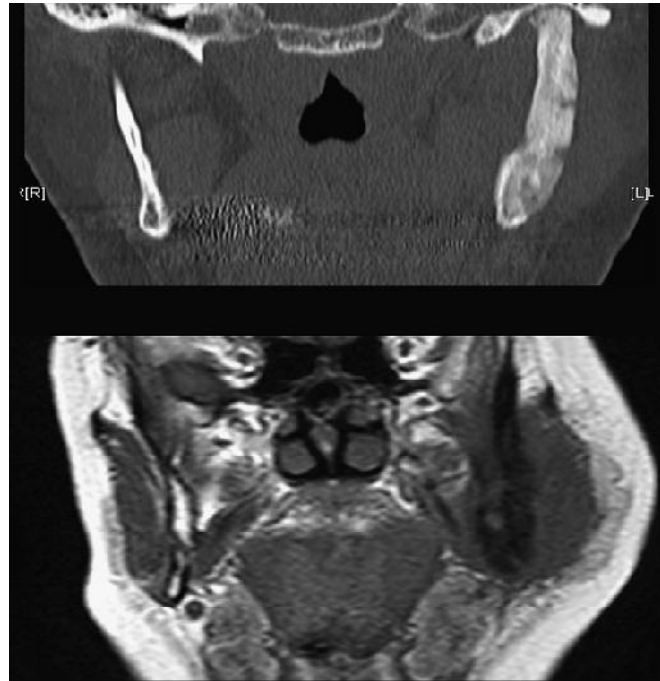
TDM coronale (haut) et à l'IRM image coronale T1W (bas) de la mandibule chez un patient présentant une masse douloureuse. Notez les caractéristiques osseuses typiques du SAPHO avec un gonflement marqué des tissus mous. ^[15]
